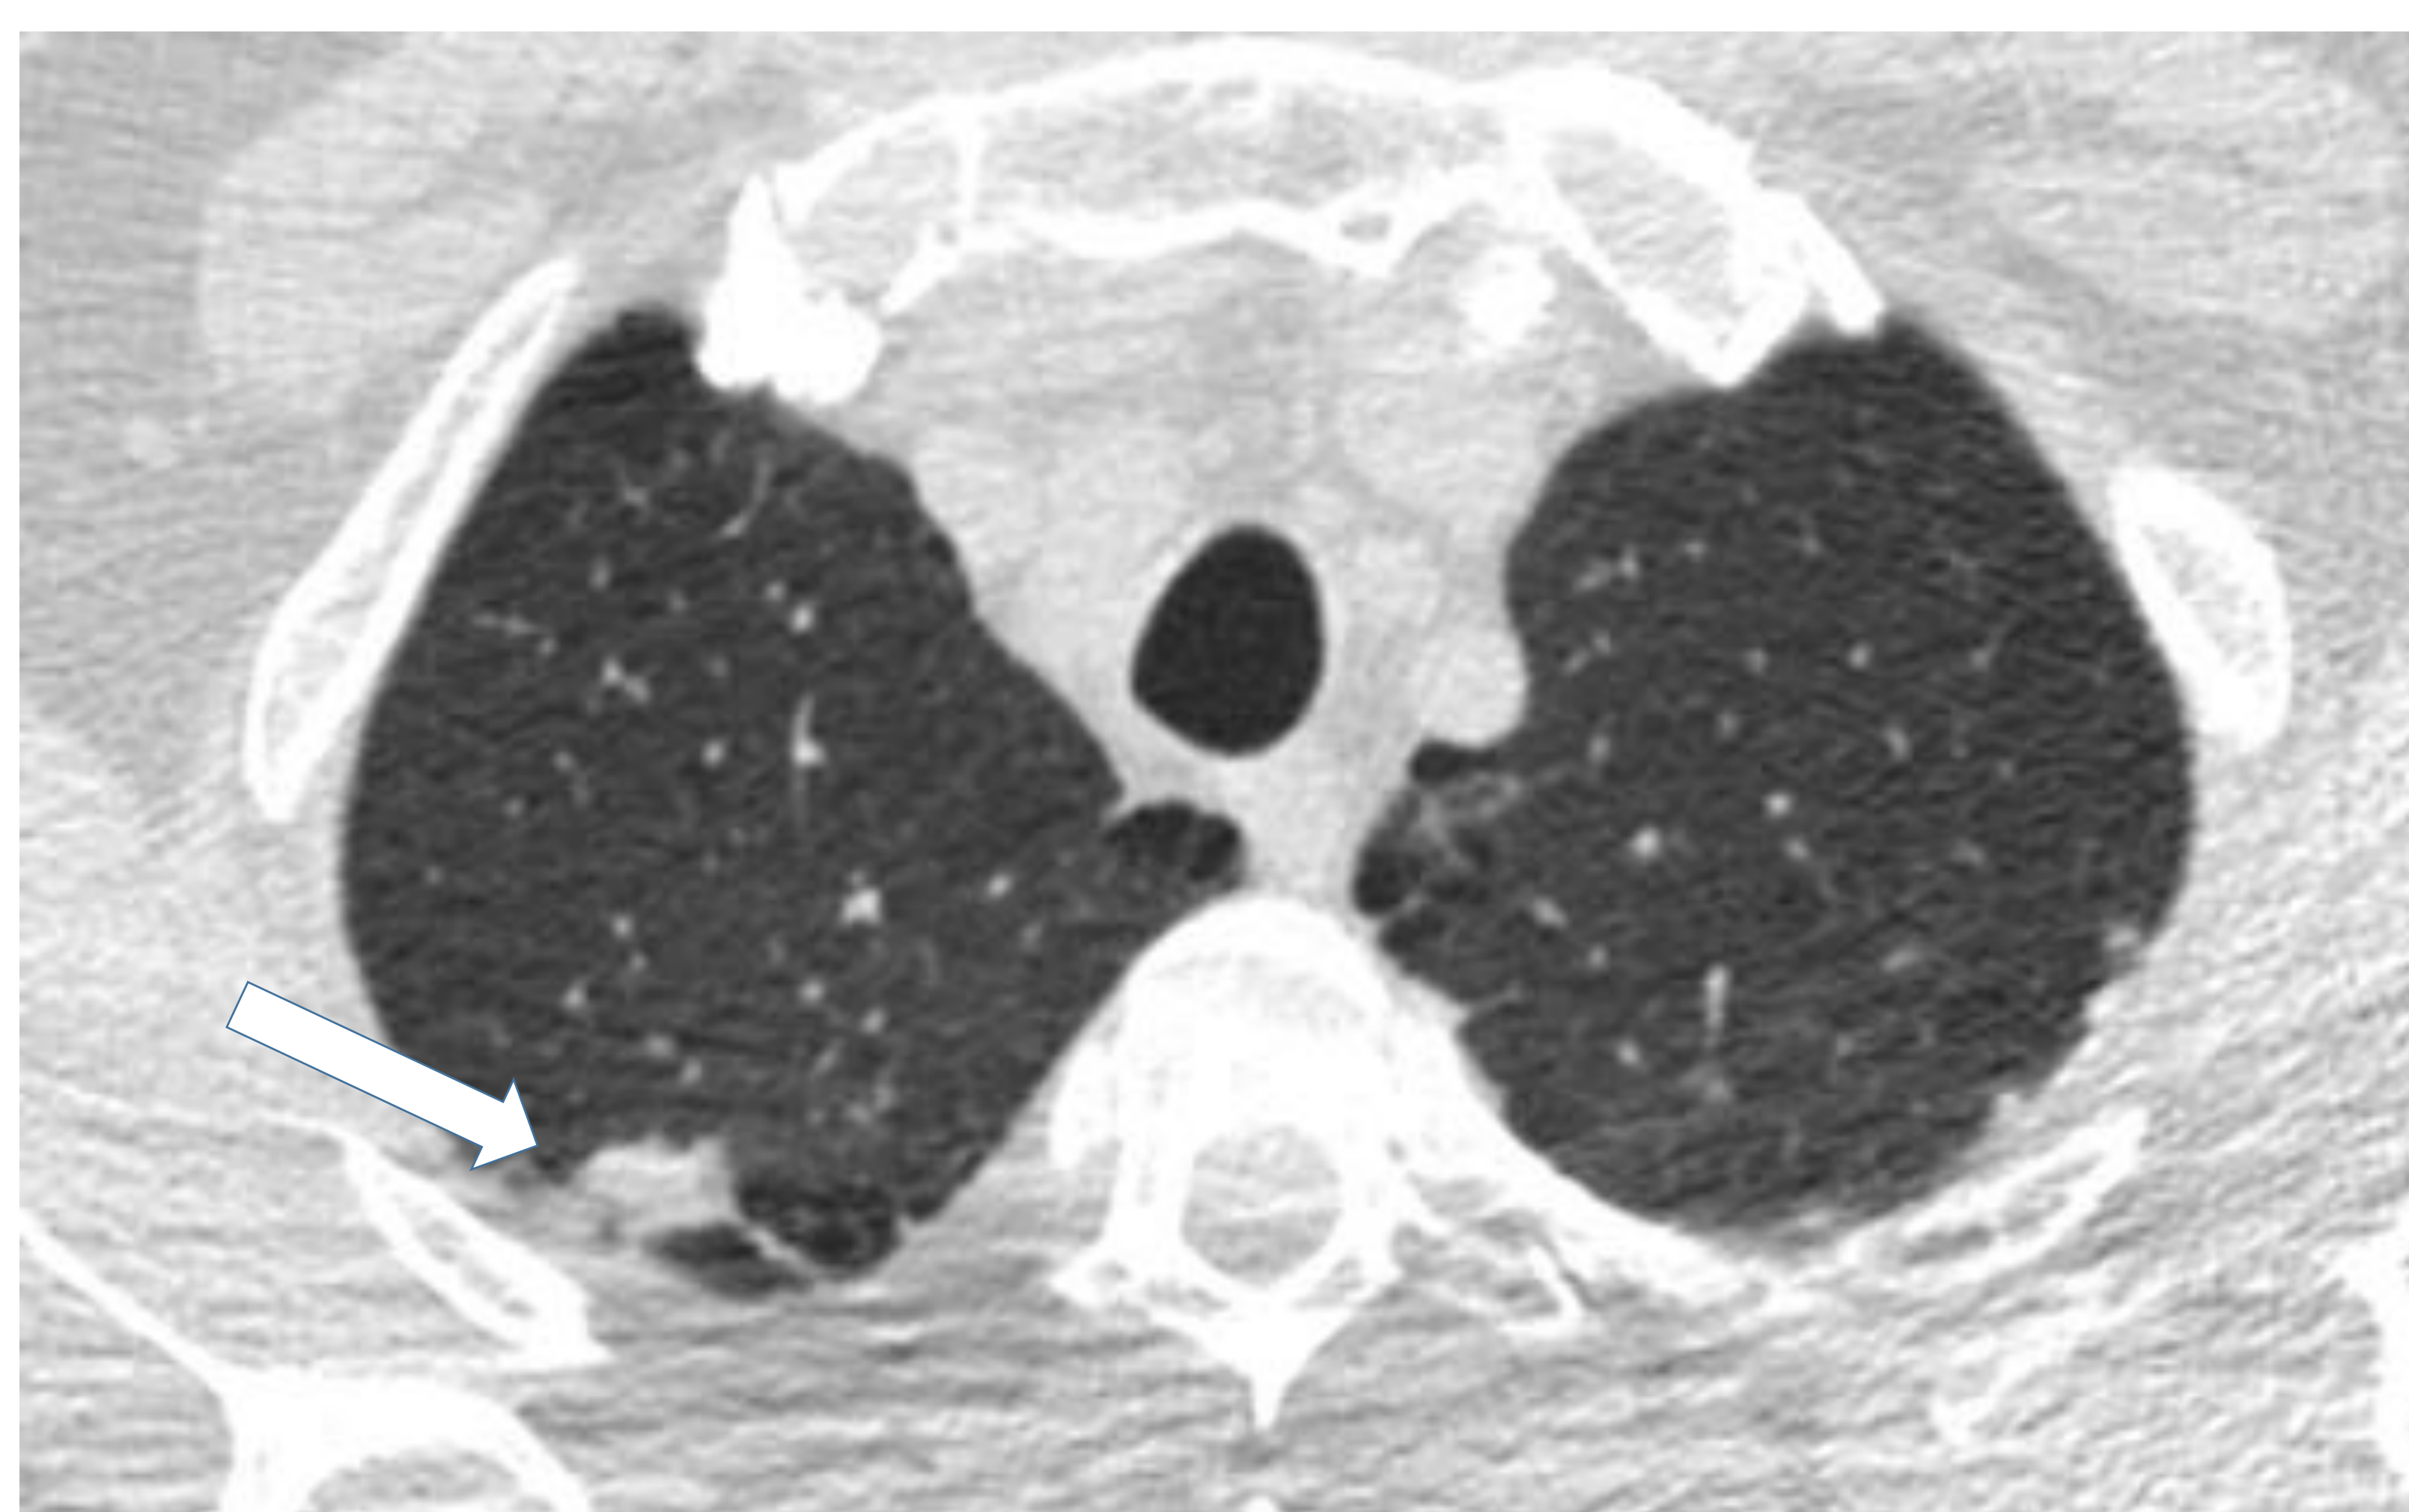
TC torácica axial con CIV con ventana de parénquima, en la que se observa una imagen pseudonodular apical derecha que plantea la posibilidad de nódulo pulmonar a este nivel (flecha).
